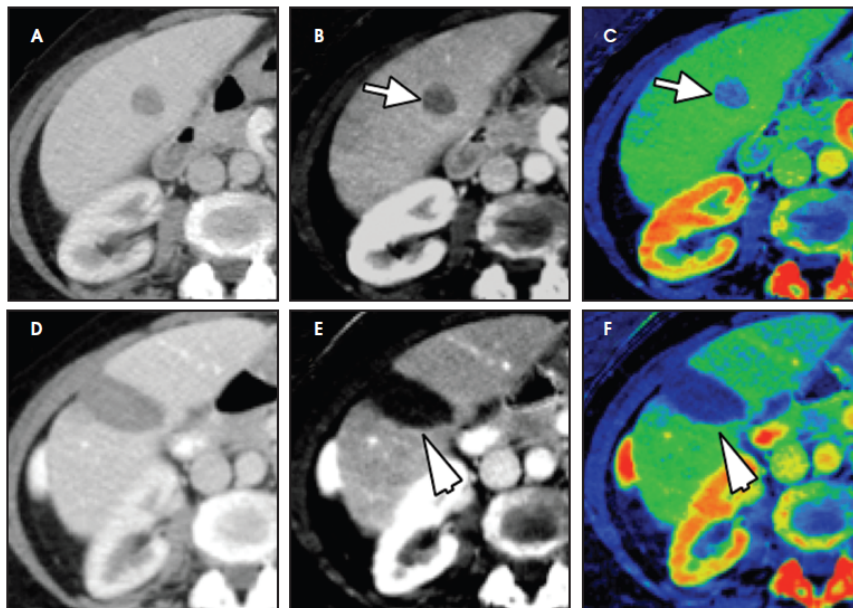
Imágenes de TC monoenergéticas (A, D), mapas de yodo en grises (B, E) y coloreados (C, F) de zona abdominal en paciente con metástasis en el hígado
